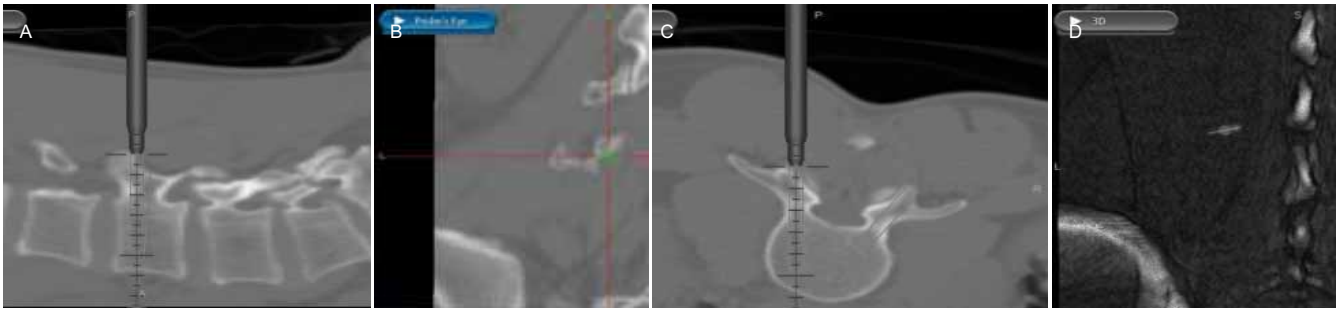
术前CT三维重建导航显示虚拟手术椎体的进钉点、进钉角度和方向
